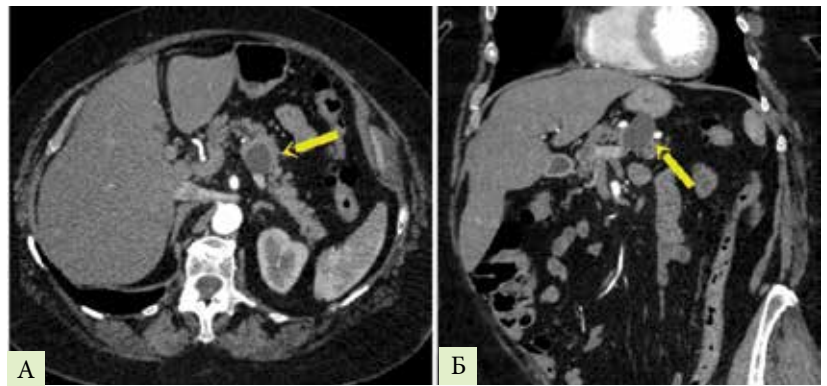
МСКТ с внутривенным контрастированием (стрелками указано новообразование): А – поперечная проекция, Б – сагиттальная проекция
